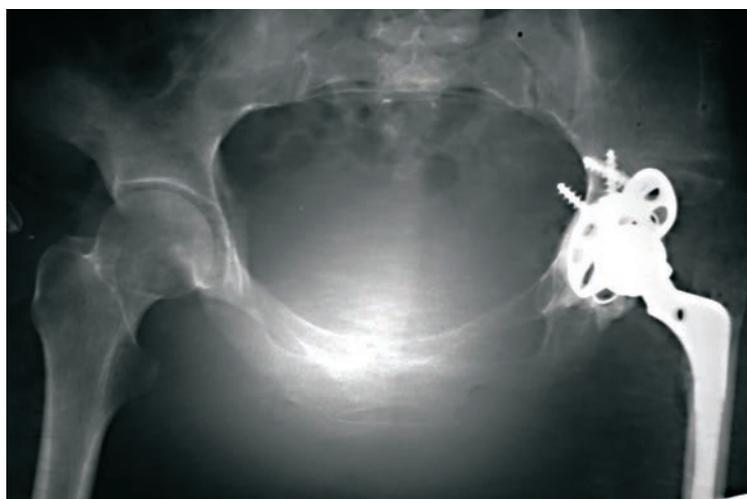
Фоторентгенограмма больной после эндопротезирования левого тазобедренного сустава
